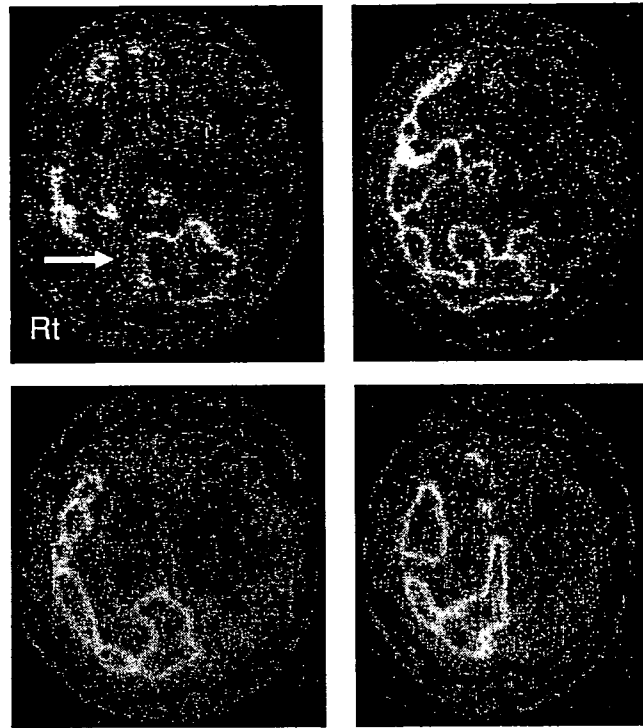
SPECT ( $^{99m}\text{Tc}$ -ECD)
